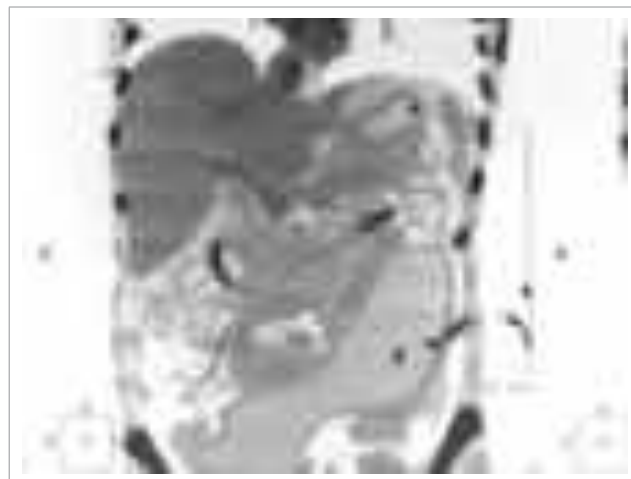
Imagem de TC corte coronal, mostrando a presença de dois drenos localizados por via percutânea para drenagem de necrose pancreática e peripancreática infectadas.
